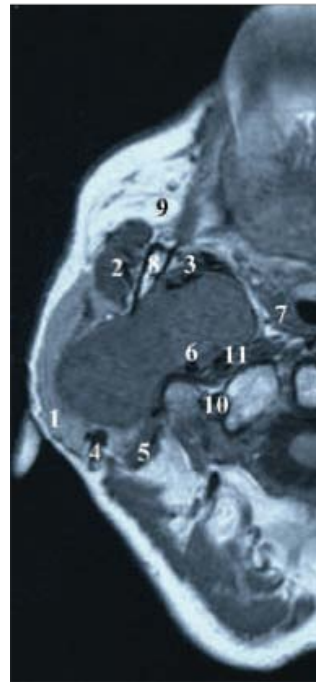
[41] Coupe transversale IRM de la parotide avec tumeur à extension para-pharyngée.
